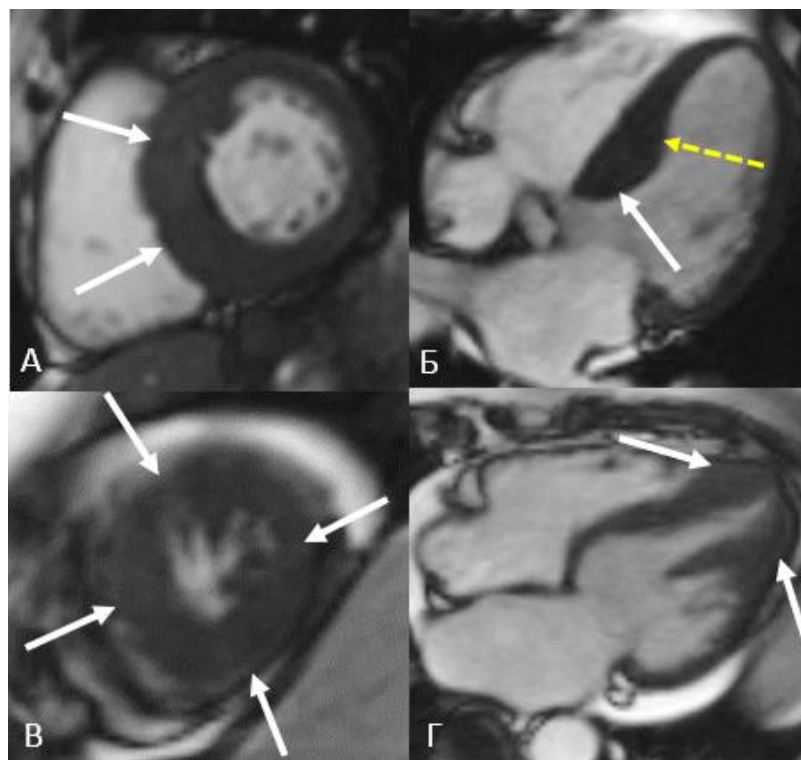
МРТ сердца, последовательность кино-МРТ. А, В, – короткая ось левого желудочка. Б, Г, – четырехкамерная длинная ось левого желудочка.
